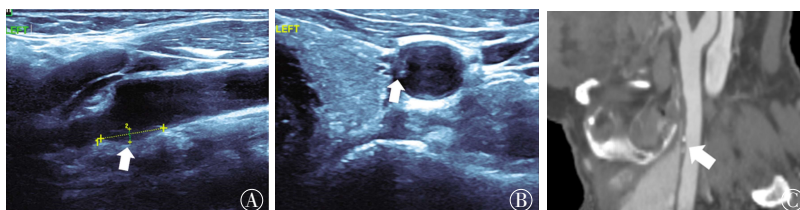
左侧颈总动脉斑块的 CDUS 与 DSCTA 图像(箭头示总动脉侧后壁) 患者男性, 65 岁。图中, A: CDUS 颈总动脉长轴切面显示一不均质斑块附于左侧颈总动脉侧后壁; B: CDUS 颈总动脉短轴切面显示斑块形态不规则, 内回声不均匀; C: DSCTA 显示一不均质混合斑块附壁狭窄, 该斑块未造成颈总动脉狭窄。CDUS: 彩色多普勒超声; DSCTA: 数字减影 CT 血管成像。
